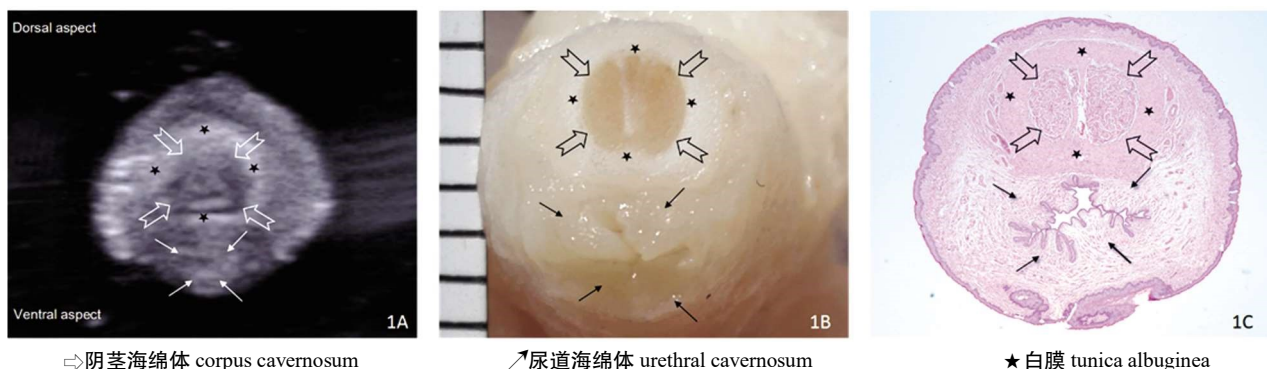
兔子阴茎组织超声横切面图像 阴茎海绵体(⇨空心箭头)位于阴茎的背侧,呈均匀的低回声;尿道海绵体(↗实心箭头)位于阴茎的腹侧,呈均匀的等回声;包绕阴茎海绵体的白膜(★黑色实心五角星)呈均匀的高回声,边界清晰,高回声的白膜可作为阴茎海绵体和尿道海绵体的分界。最外层环状高回声为皮肤和上皮组织结构。
